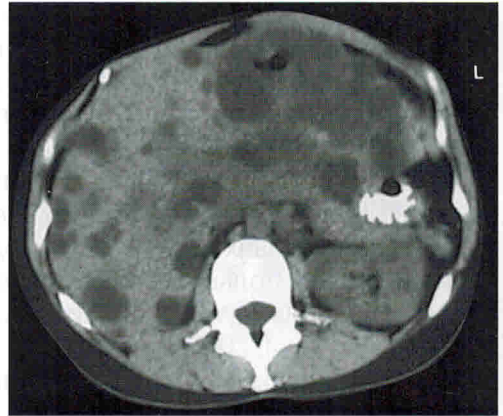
Поликистоз печени. КТ. На срезе суммарная площадь кист практически превышает площадь паренхимы печени.
